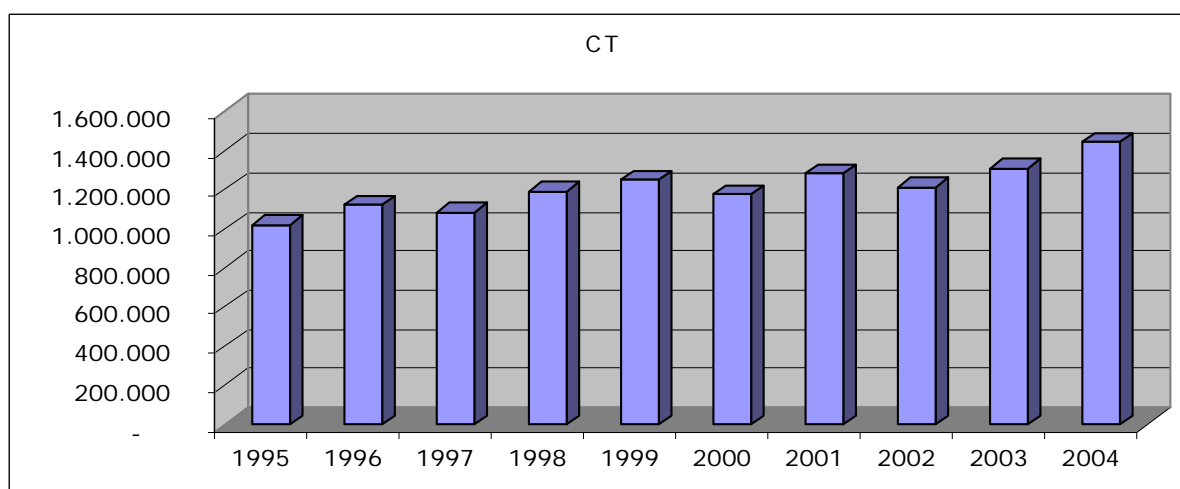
Evolution des examens 1995-2004 basée sur les données de facturation de la nomenclature CT de l'INAMI
